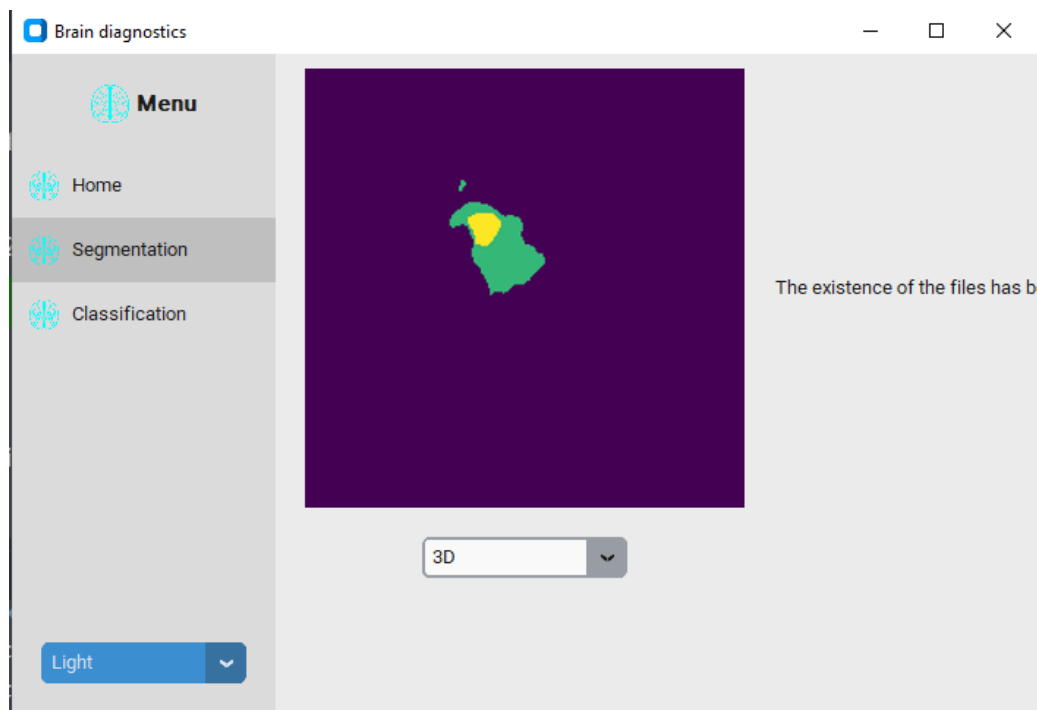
Un exemple de segmentation d'une IRM cérébrale.
